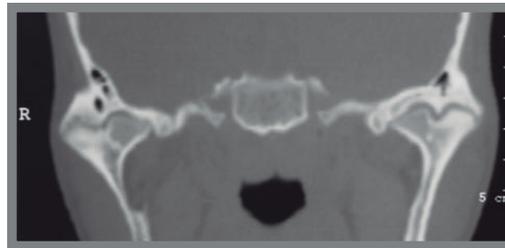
TC. Se observa una anquilosis bilateral del tipo fibroso.
